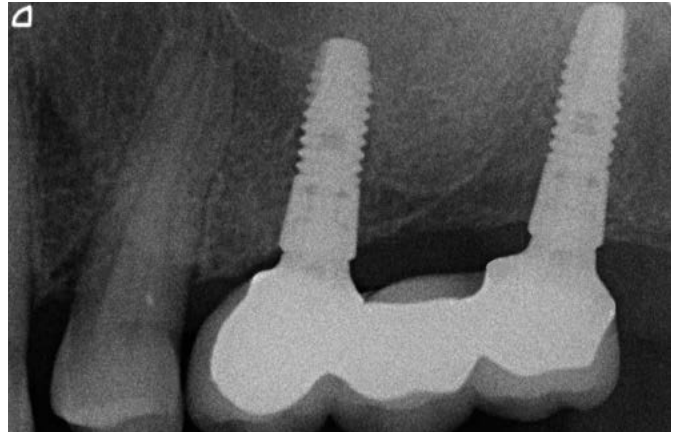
Röntgenkontrollaufnahme der versorgten und osseointegrierten Implantate
